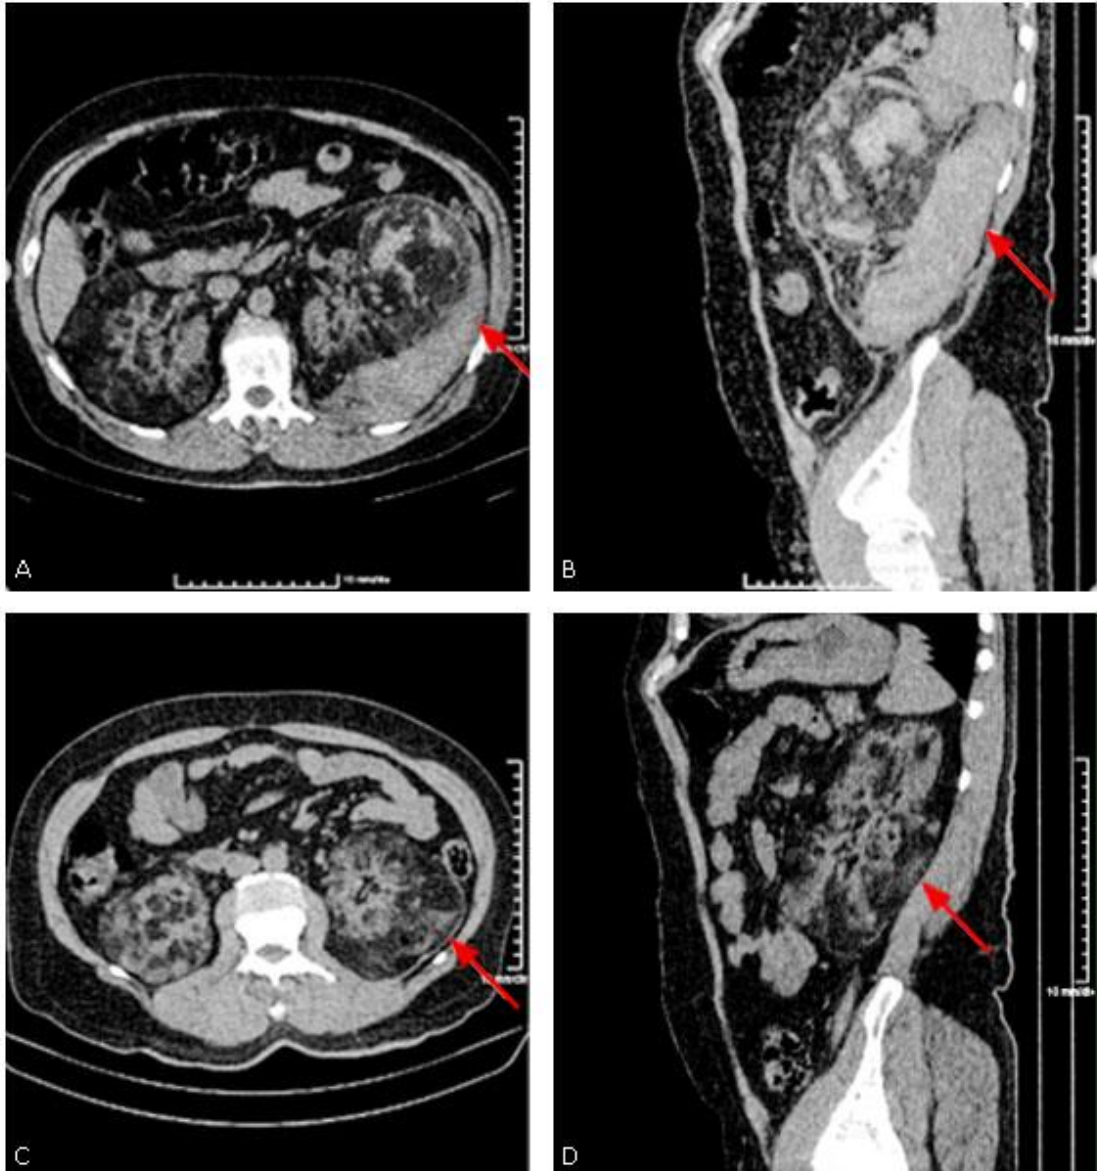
TAC de abdomen. Hematoma perirrenal en cara posterior y lateral (A y B).
